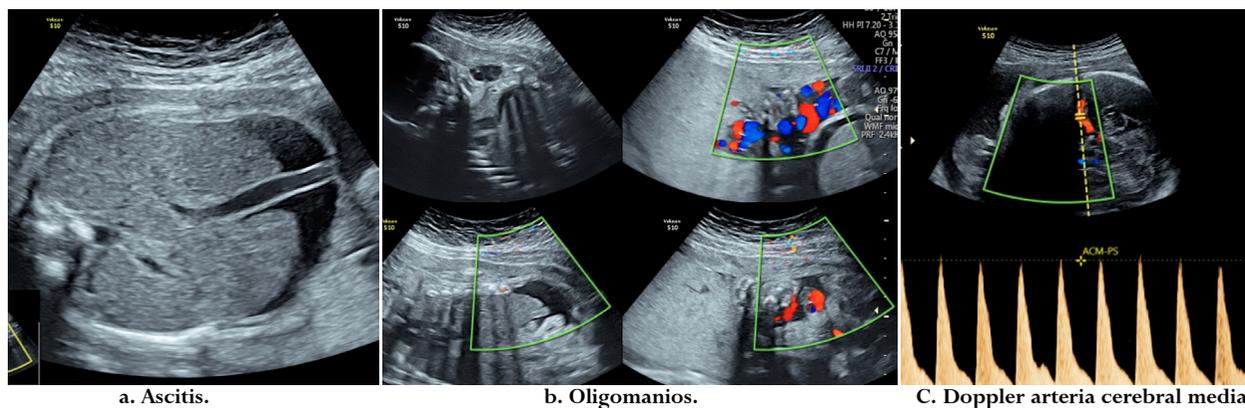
Ultrasonido de feto con infección sífilítica a las 25 semanas e hídrops fetal. Fuente: elaboración propia.
